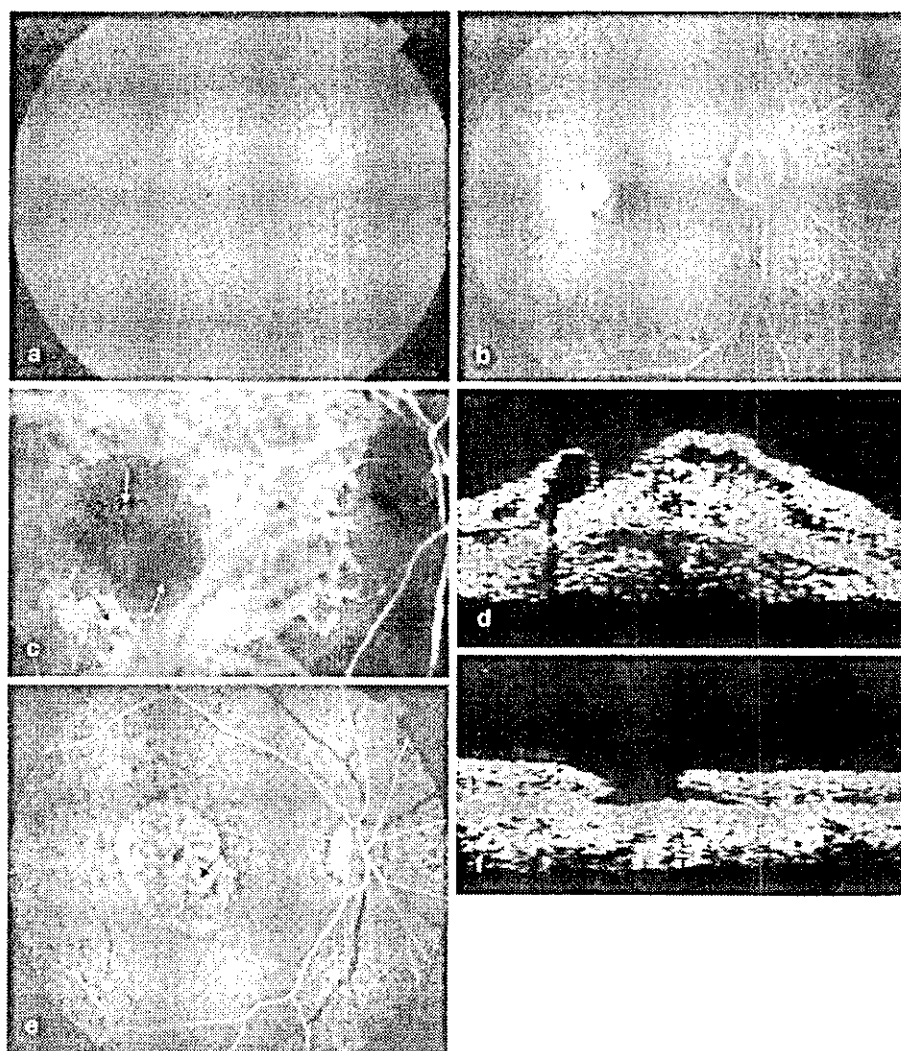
a–f Case 3: an 82-year-old woman with stage II RAP plus RPE detachment (preoperative visual acuity 0.04). a Before surgery, many soft drusen are recognizable in the macular region and a white subretinal lesion is accompanied by superficial retinal bleeding. b Preoperative fluorescein angiography shows perifoveal neovascularization 1.0 disc diameter in size, and late-phase leakage from the neovascularization. c Preoperative indocyanine green angiography demonstrates two afferent retinal arteries (*white arrows*) to and one efferent retinal vein (*black arrow*) from the neovascularization. A hypofluorescent area 1.4 disc diameters in size corresponds to the RPE. d On preoperative optical coherence tomography, a vertical cross section shows a hyperreflective area inside the retina, indicating neovascularization and detachment of the RPE. e Fluorescein angiography 6 months after surgery shows defects of the RPE and choriocapillaris measuring 2.5 disc diameters. f Optical coherence tomography 6 months after surgery shows a thinned sensory retina (postoperative final visual acuity 0.1)
